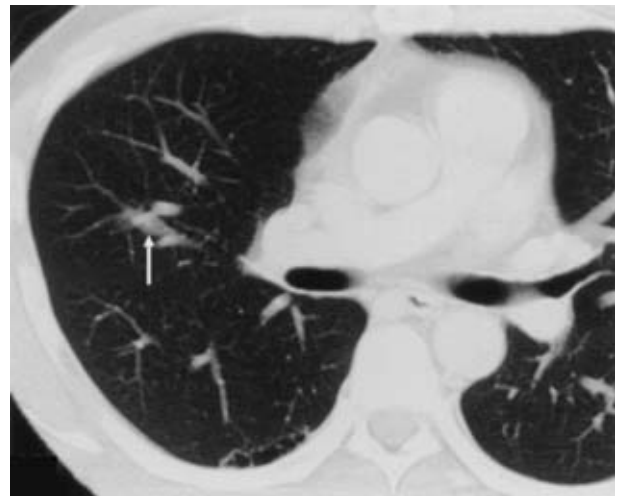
Chest CT revealed a small nodule in the right middle lobe (arrow).
